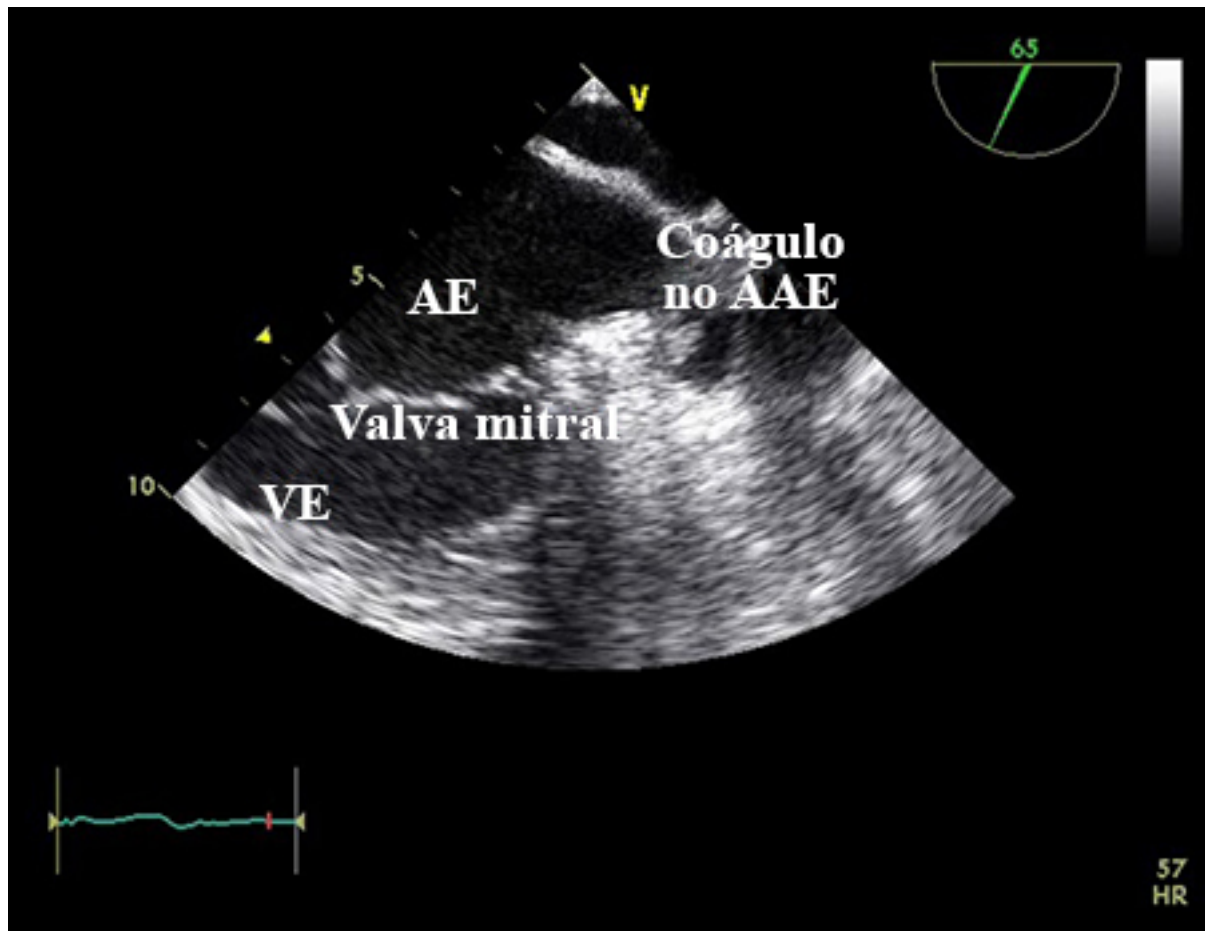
Ecocardiografia transesofágica mostrando coágulo no apêndice atrial esquerdo. AE=átrio esquerdo; AAE=apêndice atrial esquerdo; VE=ventrículo esquerdo.
